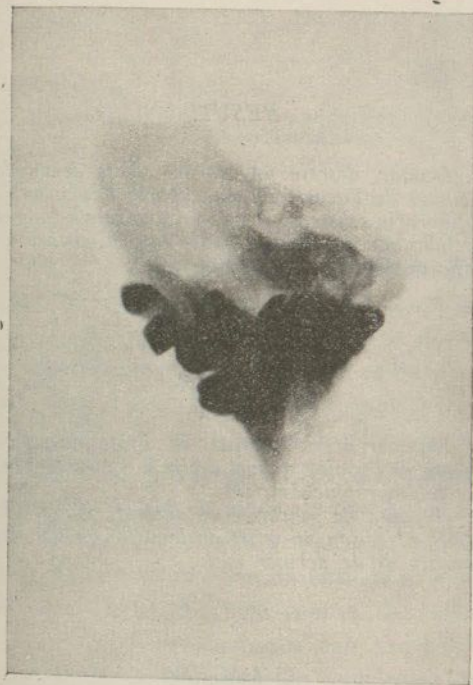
Radiografía del plastrón dermoideo.
